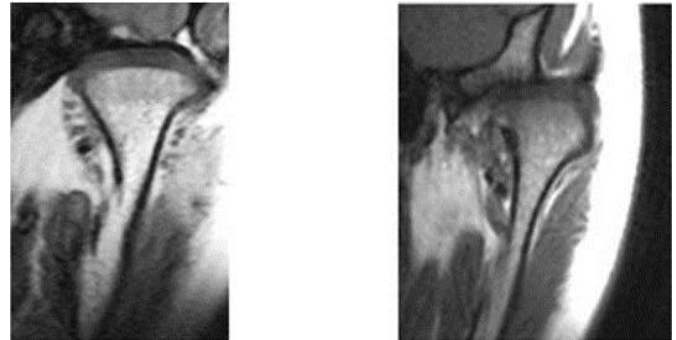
image IRM de l'ATM en coupe coronale, 3a en bouche fermée ,3b en bouche ouverte
